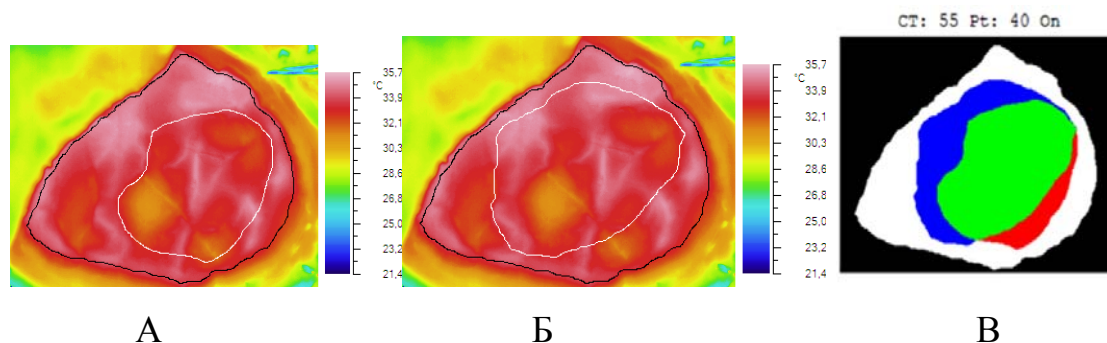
Результат термовизирования ТМО с ХП больной Ф. А – контур проекции опухоли на ТМО по данным тепловидения. Б – контур проекции по данным навигации, дооперационного МРТ и послеоперационного КТ. В – композитный кадр. Зона перекрытия контуров – зеленого цвета, ложноположительная ТВ оценка – красного цвета, ложноотрицательная – синего цвета
